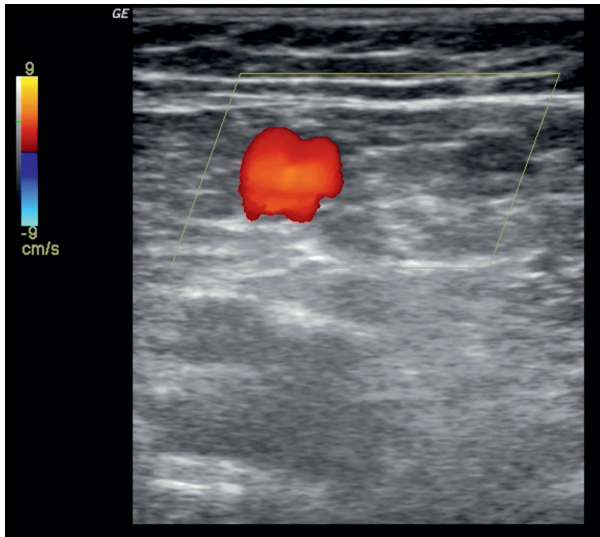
Duplexsonographie der Magna-Crosse im Transversalschnitt: Die VSAA befindet sich auf einer Linie mit den Femoralgefäßen („Alignment sign“), die VSM medial. Im Valsalva-Manöver stellt der Farbdoppler den Reflux in die VSAA dar. Die VSM ist kompetent (kein Signal).
